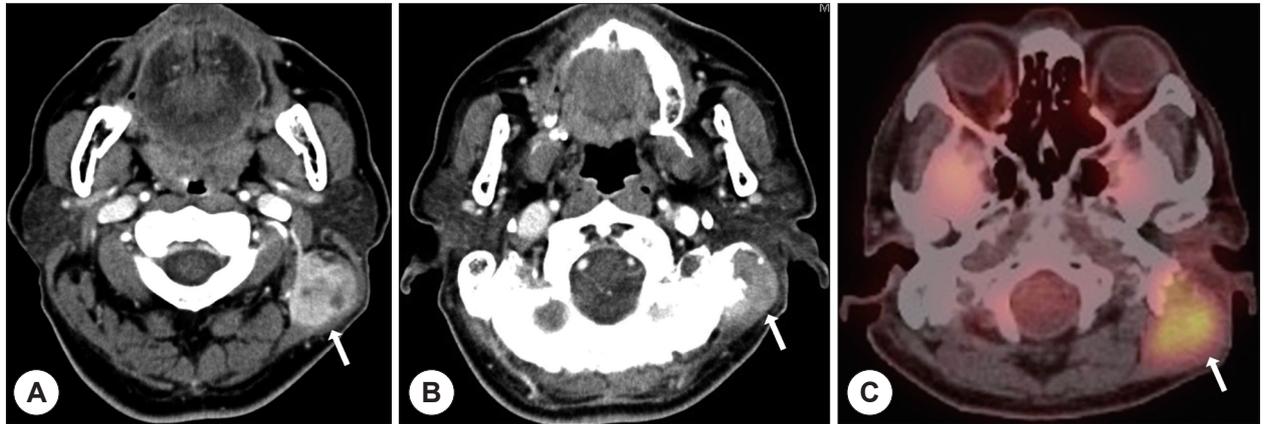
A : Neck CT : Mass in the left sternocleidomastoid muscle. B : Mastoid bone cortical erosion. C : PET-CT : FDG uptake increased in the left sternocleidomastoid muscle.
